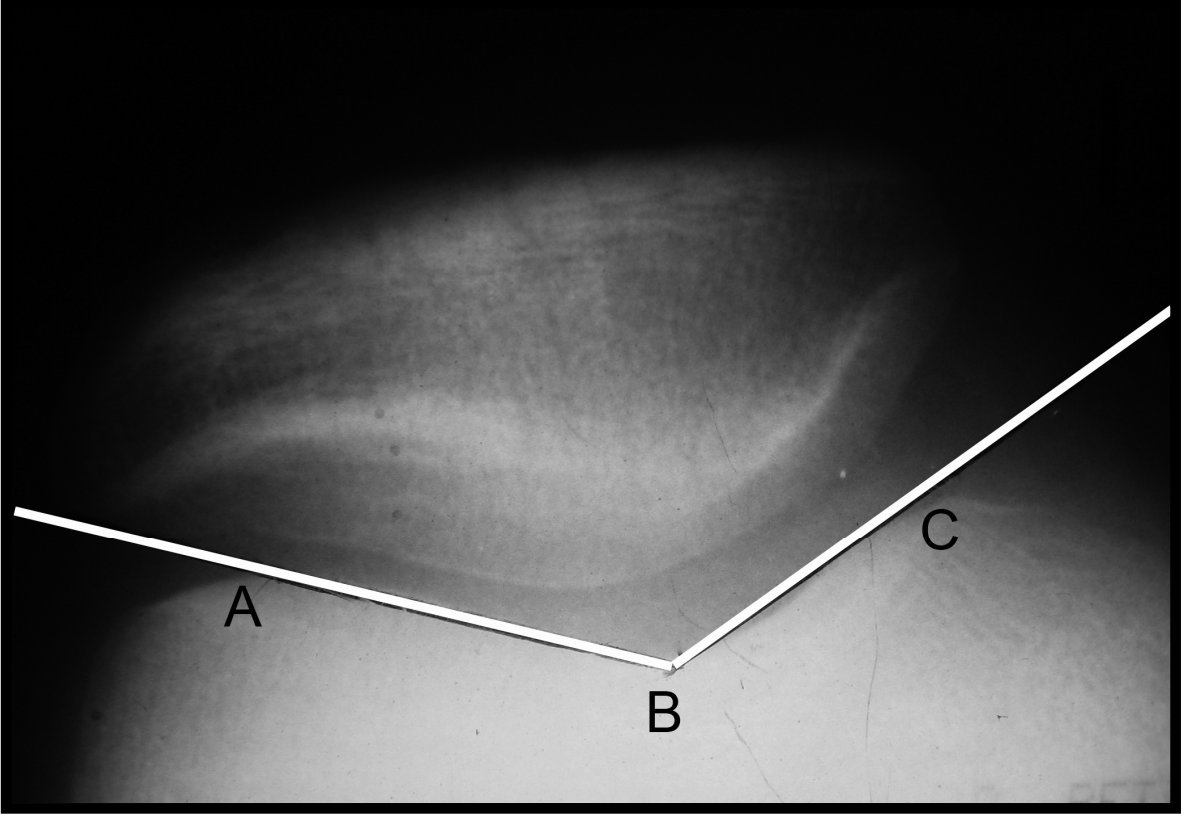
Direk grafide Sulkus (s) ve uyum açısı (a) ölçümü
